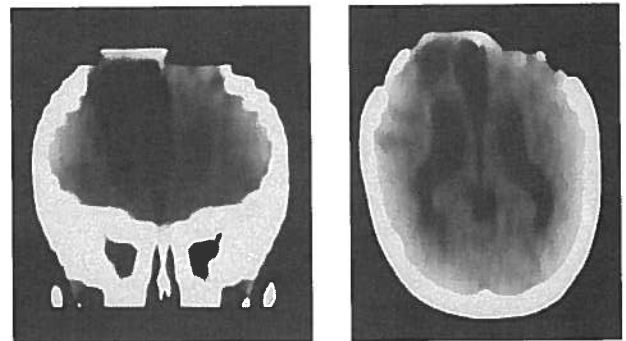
TC. Reconstruções nos planos coronal e axial da área de malácia frontal direita e da coleção de LCR, bem como da herniação encefálica.
